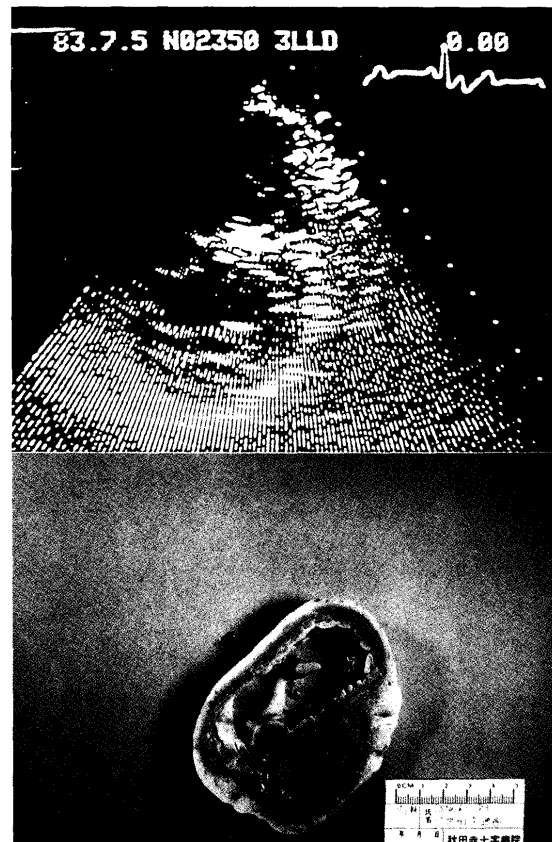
原発性肺高血圧症（43歳、女性）僧帽弁レベルでの短軸断層心エコー図（上段）とその剖検心（下段）
